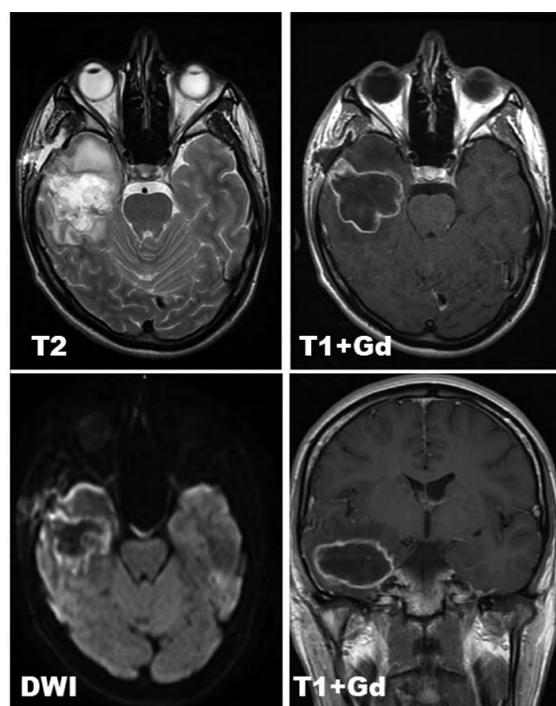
Клинический случай № 1, контрольная КТ через 24 часа после микрохирургического удаления каверномы правой височной доли головного мозга в режимах T2, T1 с применением гадолиния (T1+Gd) и DWI: исключены хирургические осложнения, нет признаков перифокального отека в зоне ложа удаленной каверномы. Источник: составлено автором
